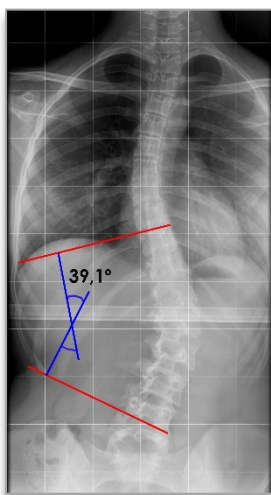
Cálculo del ángulo Cobb de la región dorso-lumbar en una radiografía sobre una escoliosis.
